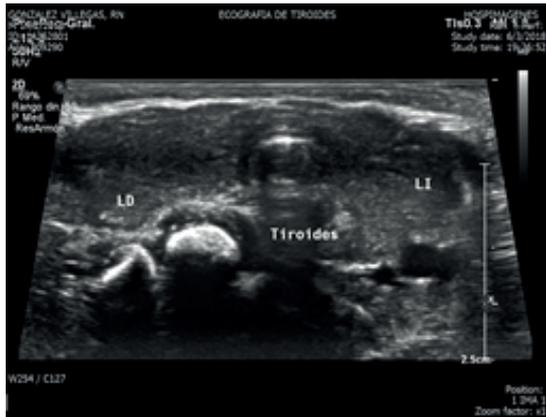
Ecografía de tiroides
